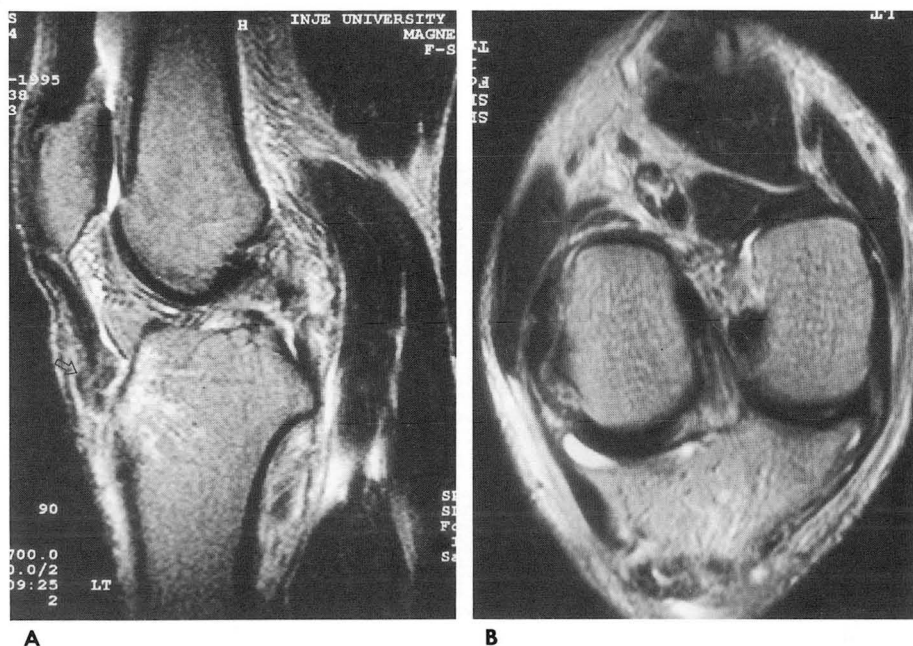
Normal ACL mimicking injury on conventional MRI.
